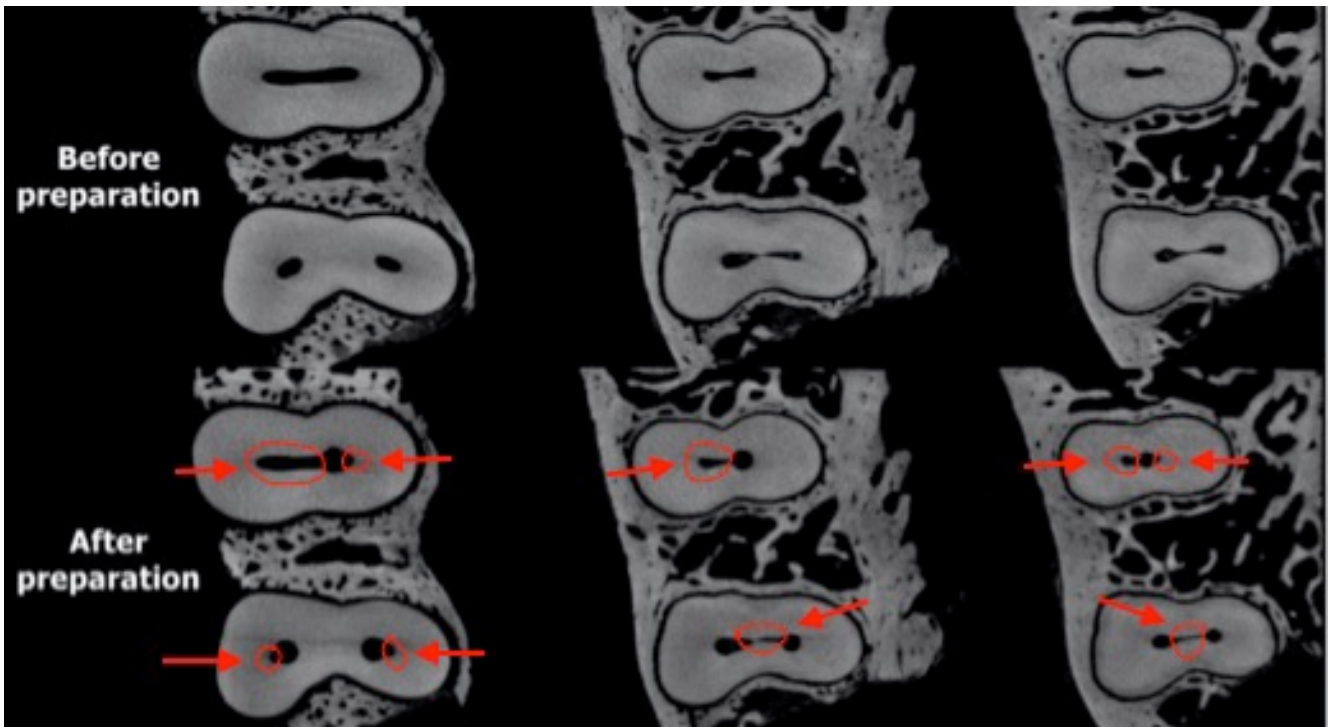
Mikro CT Darstellung von ersten und zweiten Prämolaren im Oberkiefer jeweils vor und nach der maschinellen Wurzelkanalaufbereitung. Rot eingekreist und mit roten Pfeilen gekennzeichnete Bereiche wurden durch die maschinelle Aufbereitung nicht bearbeitet (De-Deus et al., 2017a). (copyright 2018, mit Genehmigung von Elsevier, s. Anhang)
